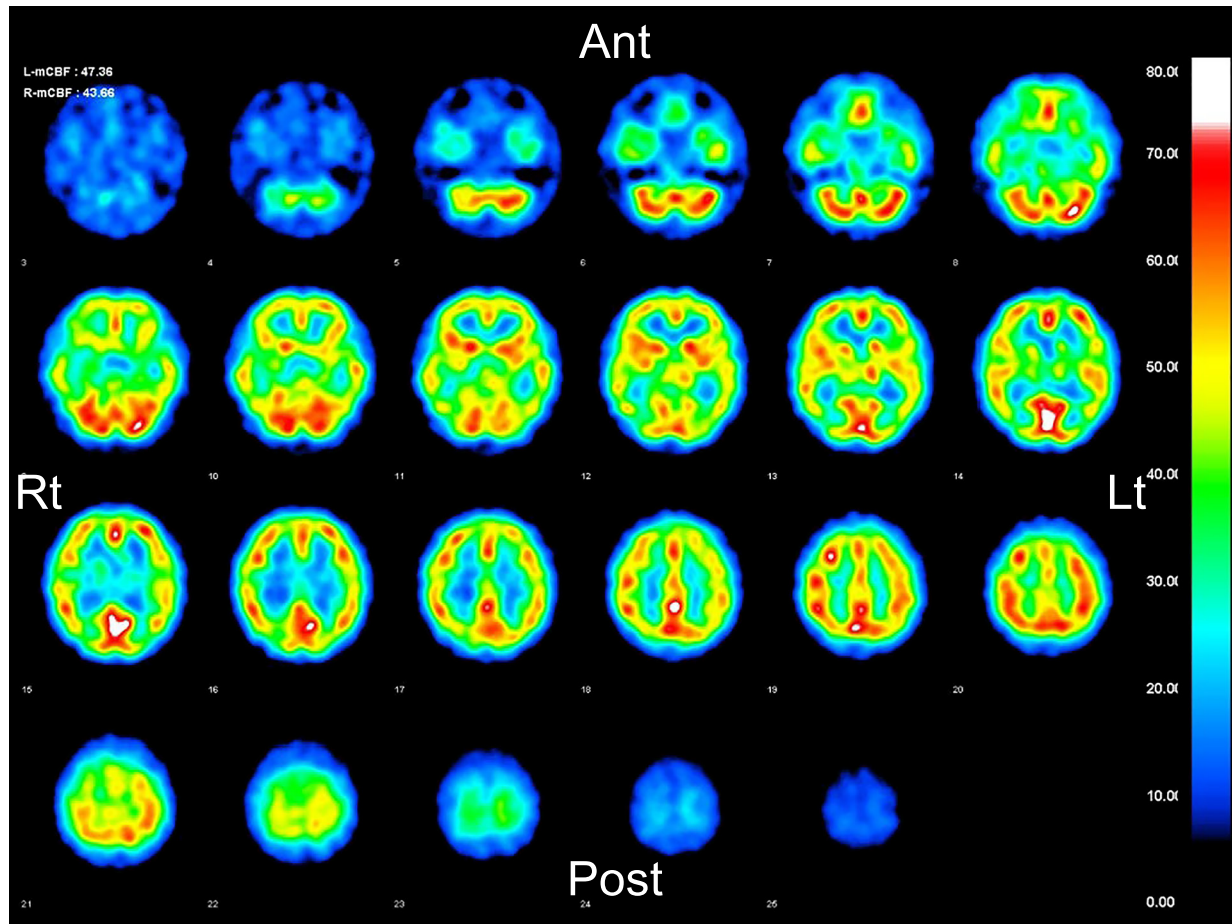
Brain SPECT (99mTc-ethyl cysteinyl dimer) on day 7 after onset of fever.
